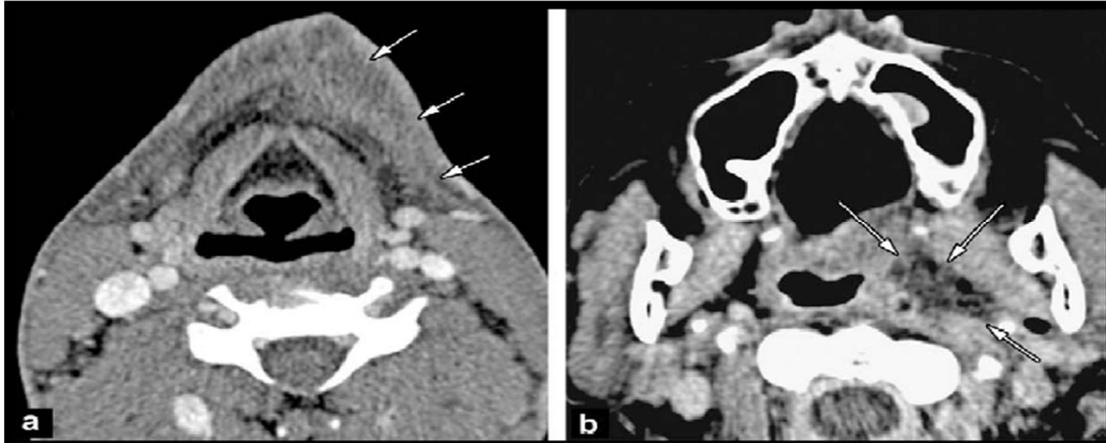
Cellulite faciale. Coupes TDM axiale après injection de produit de contraste (a, b) [42].
